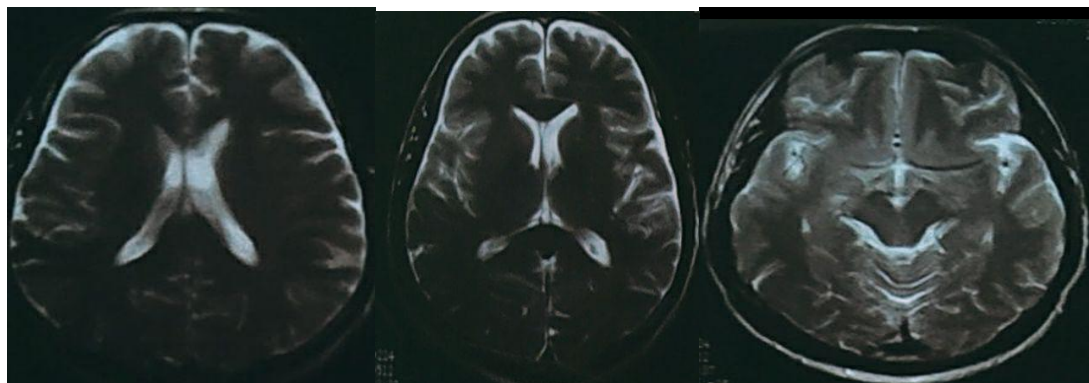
МРТ у обследованных пациентов.
